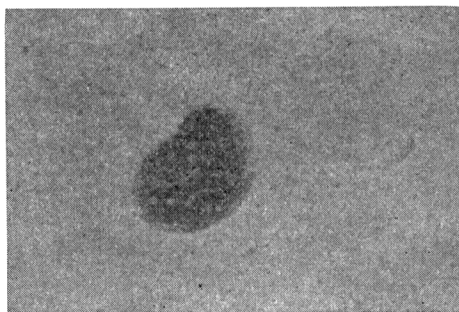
5-FU-6-T uptake measured by microautoradiography. After 15 minutes contact showing some silver grains in nucleus. (oil immersion $\times 1,000$)
